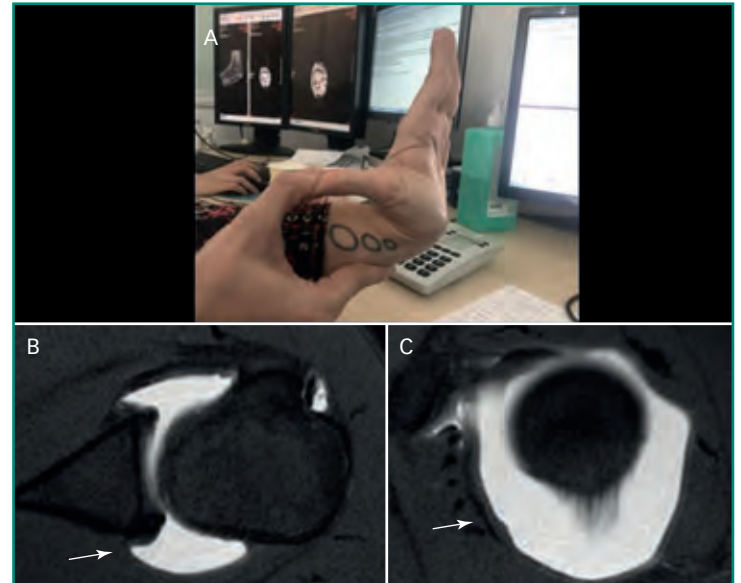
A: mujer joven hiperlaxa; B y C: artro-RM con cápsulas abombadas (flechas).
